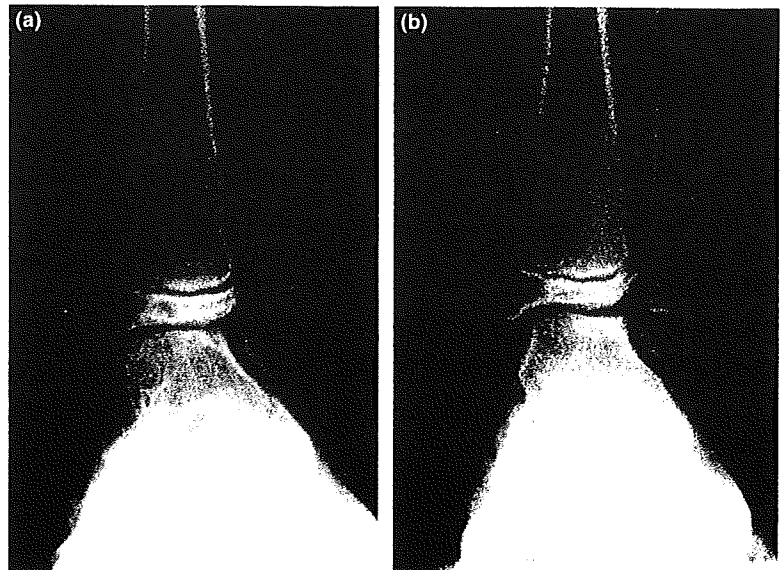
Case 2, an 8-year-old boy. (a) Preoperative radiography on weight-bearing. (b) Radiography on weight-bearing at 2 years 2 months postoperatively.
